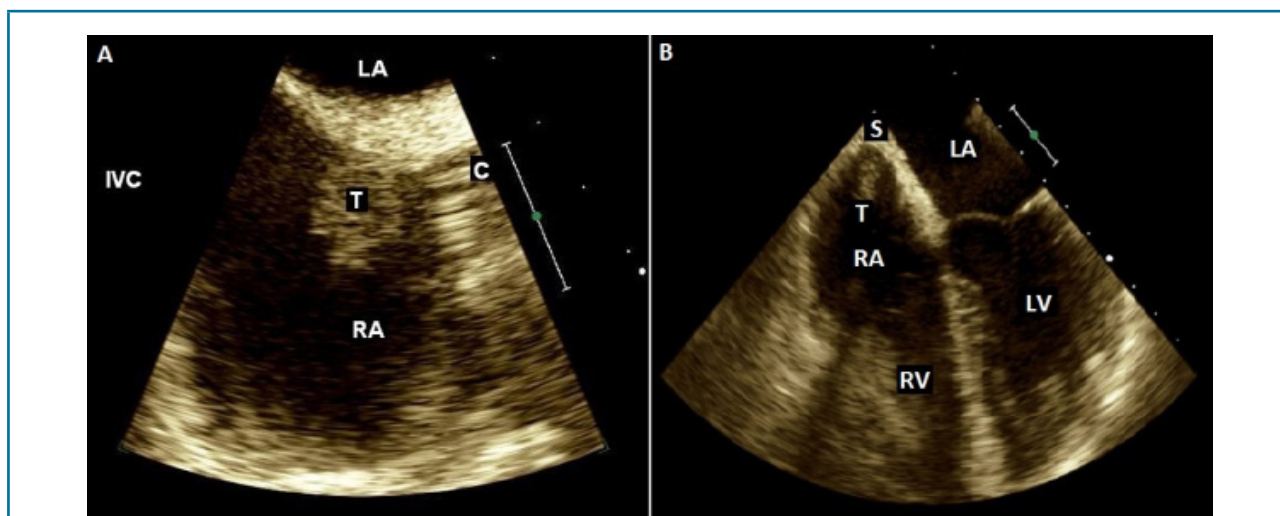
Ecocardiograma transesofágico mostrando imagem móvel (T) de 1,5 x 1,2 cm aderida ao septo interatrial, próxima à ponta do cateter (C). IVC: veia cava inferior; LA: átrio esquerdo; RA: átrio direito; RV: ventrículo direito; LV: ventrículo esquerdo; S: septo.
